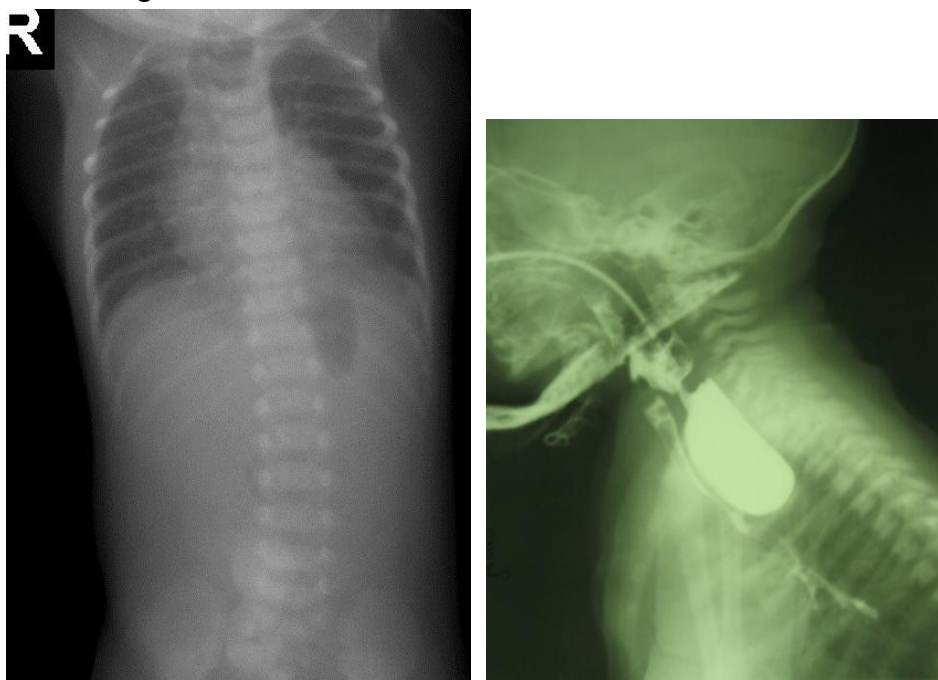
8. Atrezie esofagiană – radiografie simplă toraco-abdominală, respectiv cu substanță de contrast (opacifiere a capătului proximal) – substanța de contrast în căile aeriene !!!
